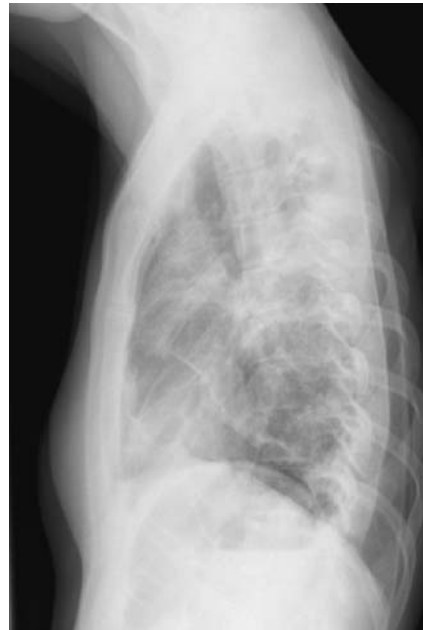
Patientin 1, Röntgen Thorax planar im seitlichen Strahlengang, rechts-anliegend. Hier lassen sich die Pneumothoraces im ventralen und basalen Anteil erkennen, die Summation der Parenchyms zeigt hier deutlicher den fibrotischen Umbau.
